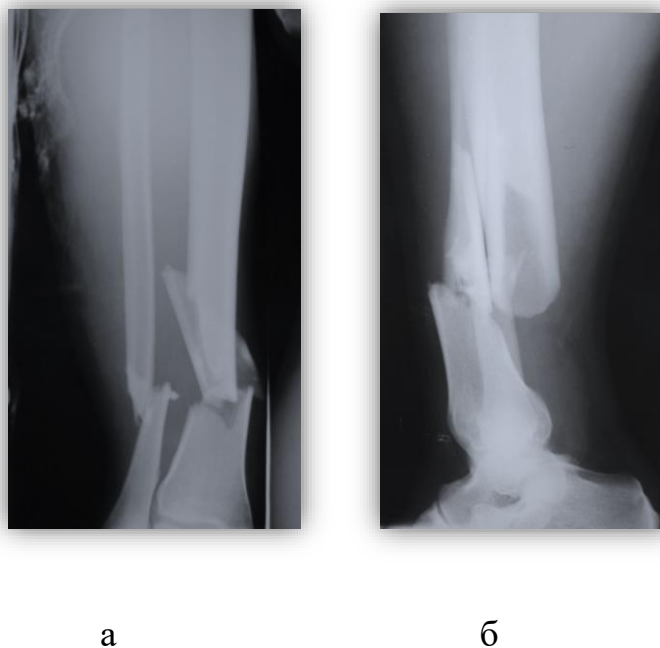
(а, б) Фотовідбитки доопераційної рентгенограми пацієнта
